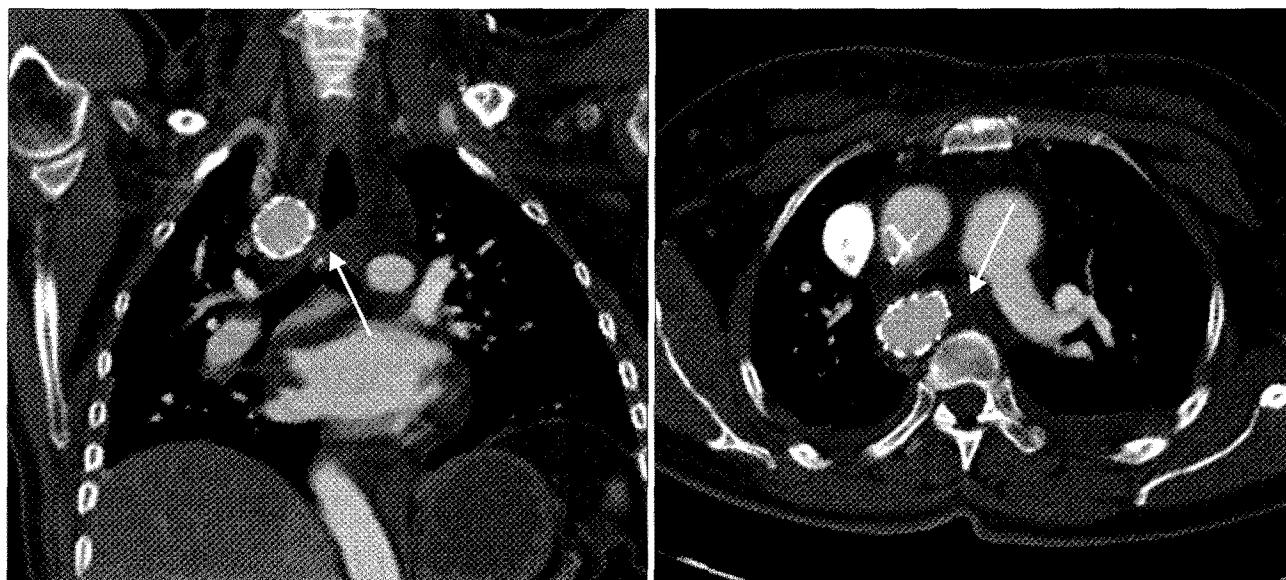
Postoperative computed tomography after hybrid operation. The arrows show the sites of previous Kommerell's diverticulum, which became roomy after stent graft insertion.
